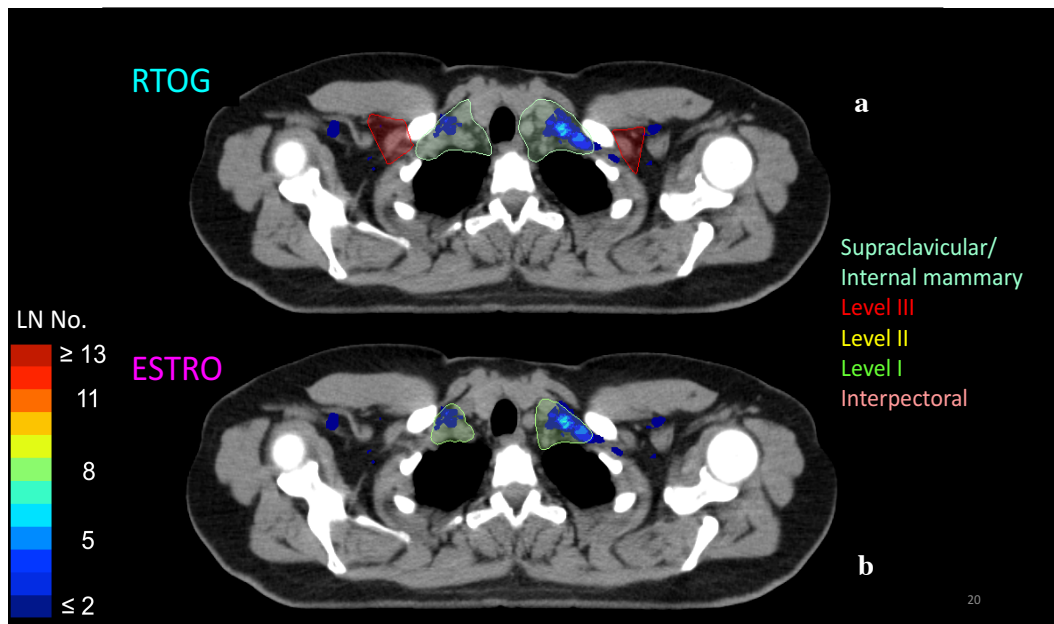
Vergleich RTOG (a) versus ESTRO (b): Auszug aus dem in dieser Arbeit erstellten farbkodierten Atlas der FDG/PET-CT positiven Lymphknotenmetastasen. Dargestellt sind das supraclaviculäre Level bzw. Level IV und Level III im RTOG Atlas
